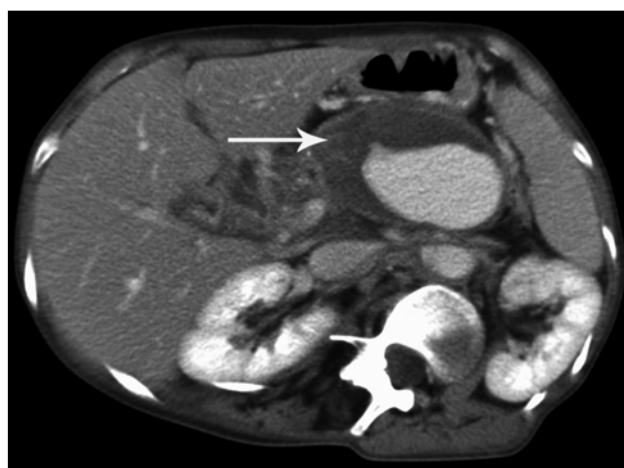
КТ, венозная фаза.
